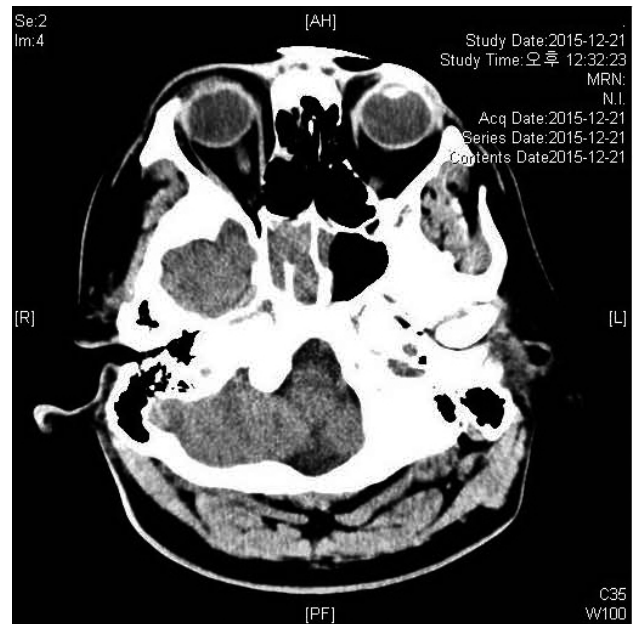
Computed tomography images showed opacity in the right sphenoid sinus.
